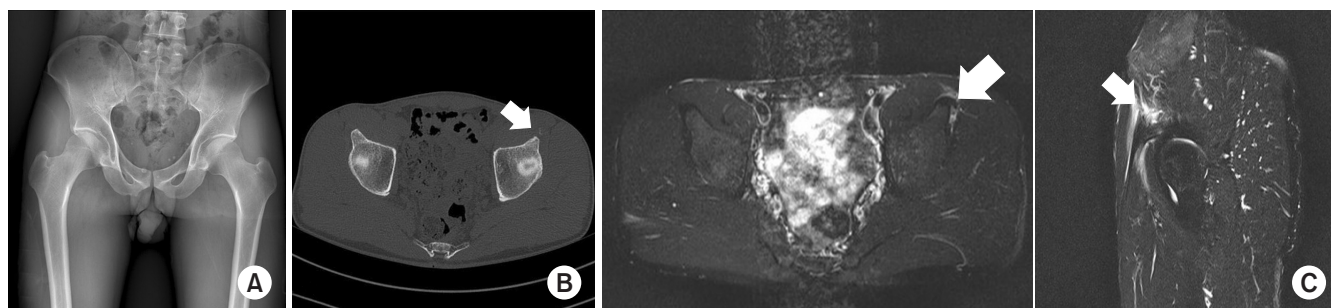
A 40-year-old male patient presented to the emergency department with left hip pain following excessive stretching. (A) The pelvic radiograph of the patient did not reveal any abnormalities. (B) However, a small avulsion fracture at the left lesser trochanter was observed on computed tomography (arrow). (C) Magnetic resonance imaging showed edema around the avulsion fracture at the lesser trochanter and the tendon of the iliopsoas muscle (arrows). The patient improved with conservative treatment over approximately 3 weeks.
